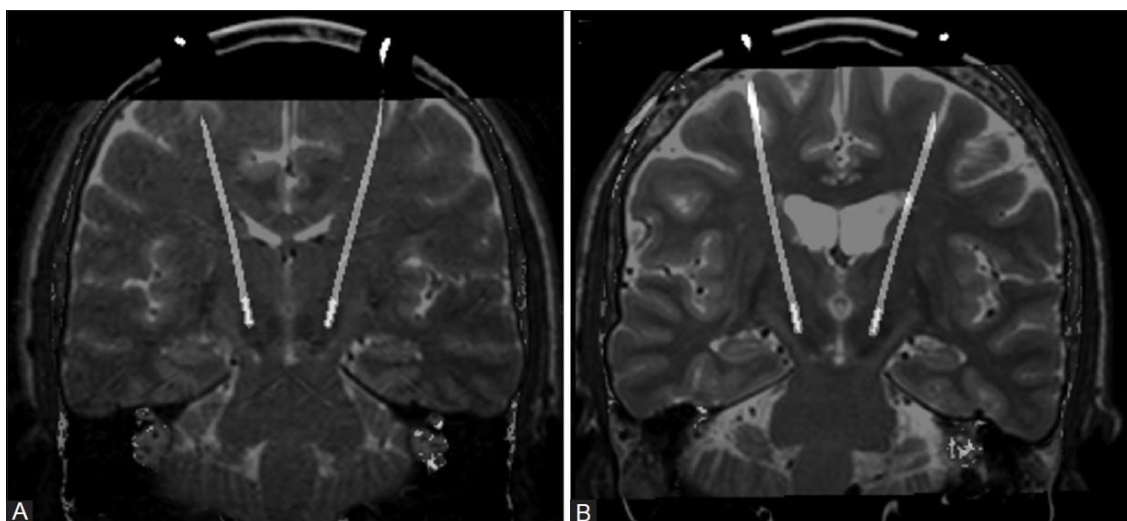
МРТ пациента с электродами DBS в проекции AN таламуса.
